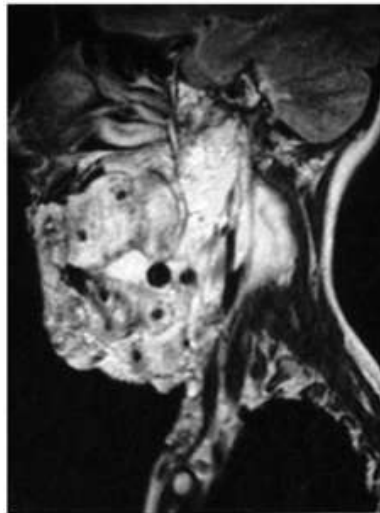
DDTM ở vùng má phải trước cơ cắn trên MRI [35]
